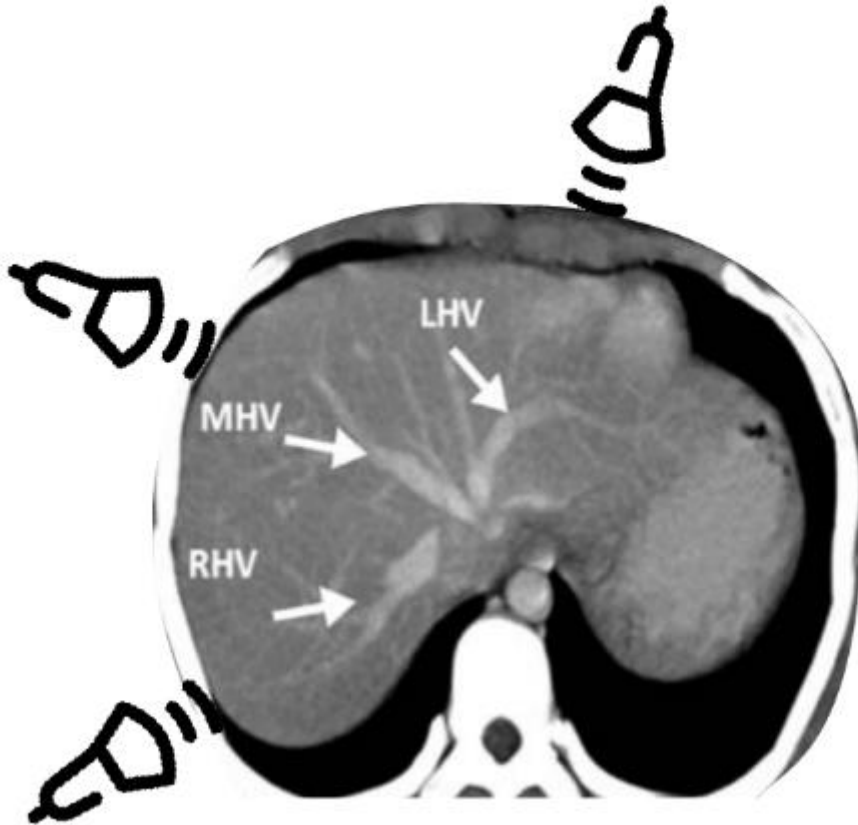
Disposition des veines sus-hépatiques. Figure issue de <https://www.pocus101.com/vexus-ultrasound-score-fluid-overload-and-venous-congestion-assessment/>.
